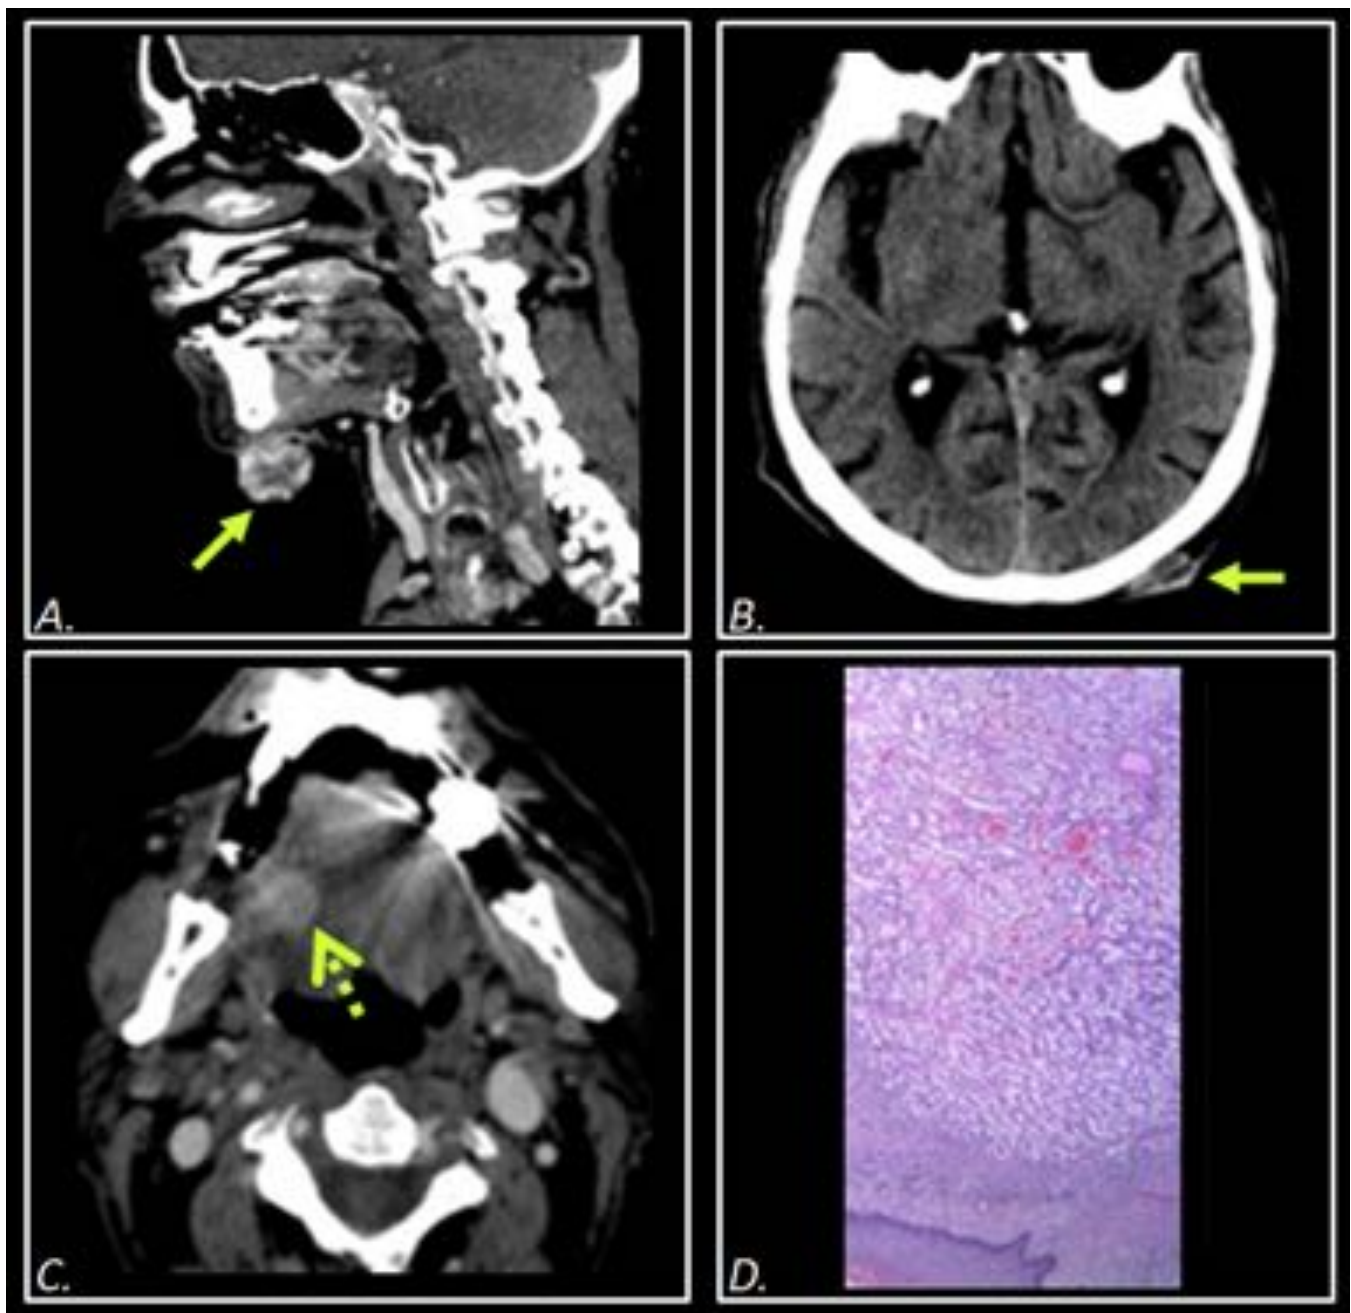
Hombre de 75 años con neoplasia renal diseminada. Estudio debido a la existencia de tumoraciones cutáneas violáceas sangrantes. TC cervical (A) sagital y (B,C) axial. Nódulos hipervasculares cutáneos submentoneano (flecha en A), y occipital izquierdo (flecha en B) y en región posterior derecha de la lengua (flecha en C). D) Biopsia submentoneana. Infiltración dérmica por células neoplásicas de citoplasma claro acompañada de abundantes luces vasculares compatible con metástasis de carcinoma renal.
